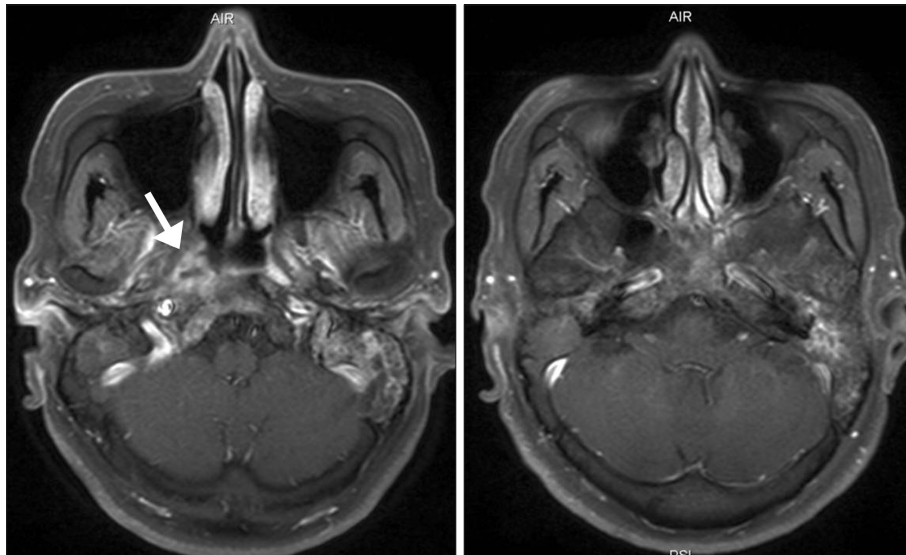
PNS MRI(T1-weighted GD enhance, axial view) was done 5 months after HBO therapy. The nasopharynx lesion that was observed in the previous imaging study has decreased.
